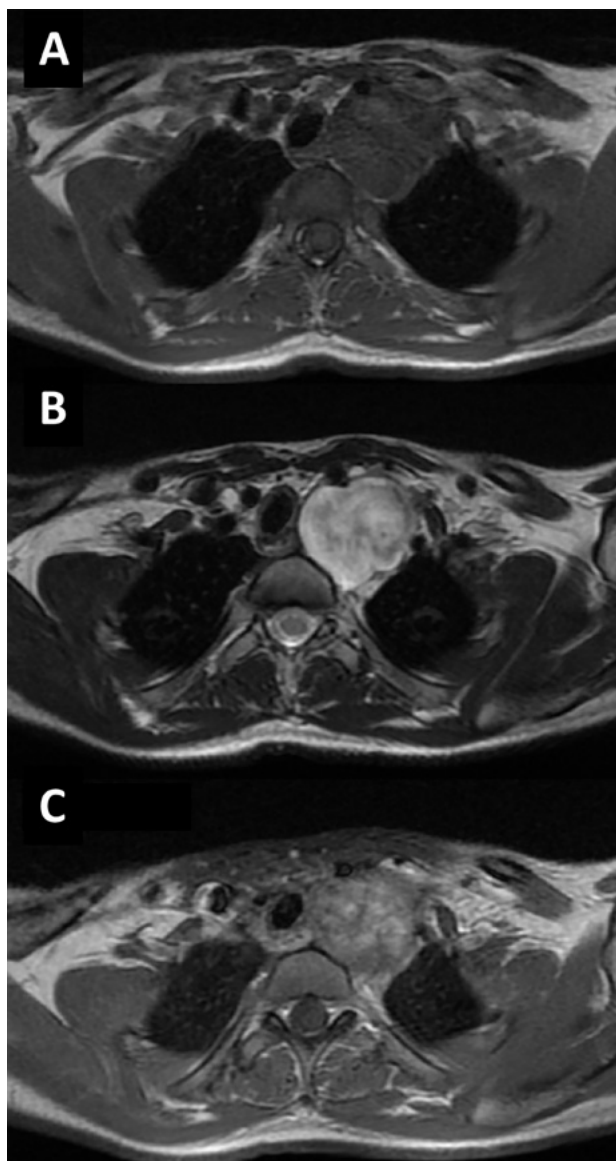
Cortes axiales de resonancia: A) Tiempo en T1. B) Tiempo en T2. C) Luego de la administración de gadolinio.
